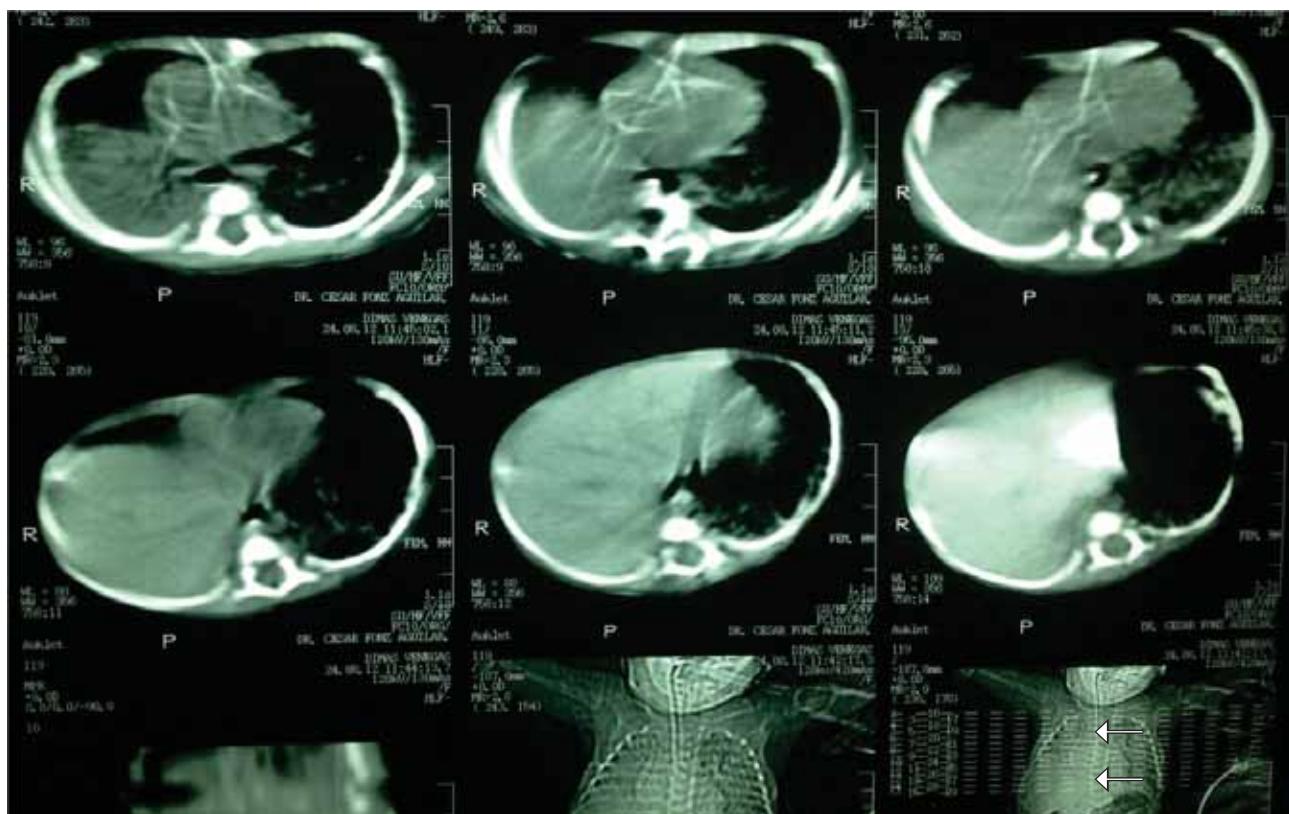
TAC en la cual se aprecia el nivel hasta donde llega el hemidiafragma derecho.
